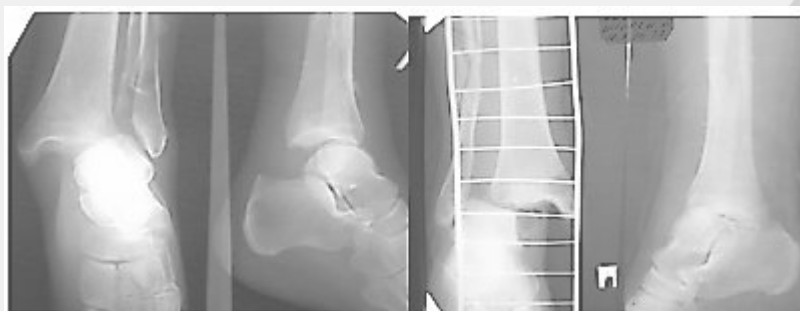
Рентгенограммы пострадавших, отражающие механизм травмы пронация-наружная ротация 3
